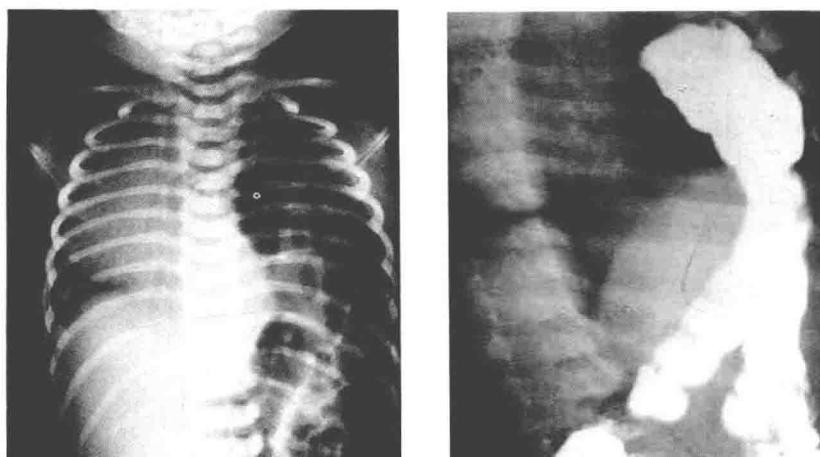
胸腹部 X 线平片见左侧胸腔内充气的肠管影,提示左侧膈疝;结肠造影片显示结肠位于左侧胸腔内
